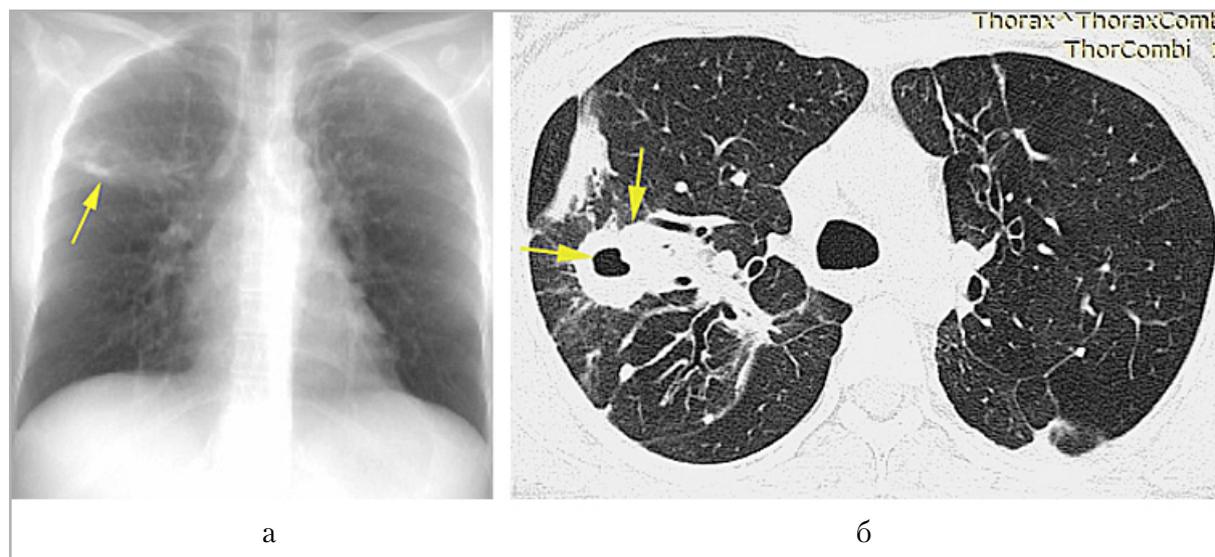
Лучевые методы исследования ОГП: *а* – рентгенограмма в прямой проекции; *б* – КТ в аксиальной плоскости; в верхней доле правого легкого участок консолидации легочной ткани с наличием воздушной полости в структуре (*желтые стрелки*)
